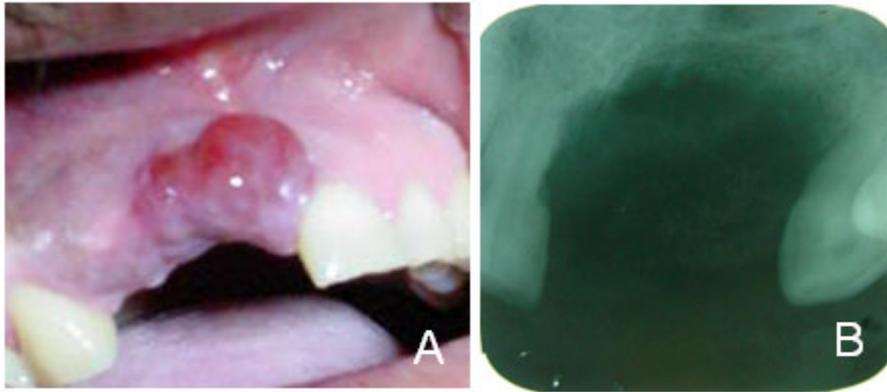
A. Lesión de 5.cm de extensión en reborde alveolar superior, zona de los dientes 11 y 12. B. Radiografía periapical preoperatoria donde se observa una imagen radiolúcida en reborde alveolar, de bordes relativamente delimitados.
